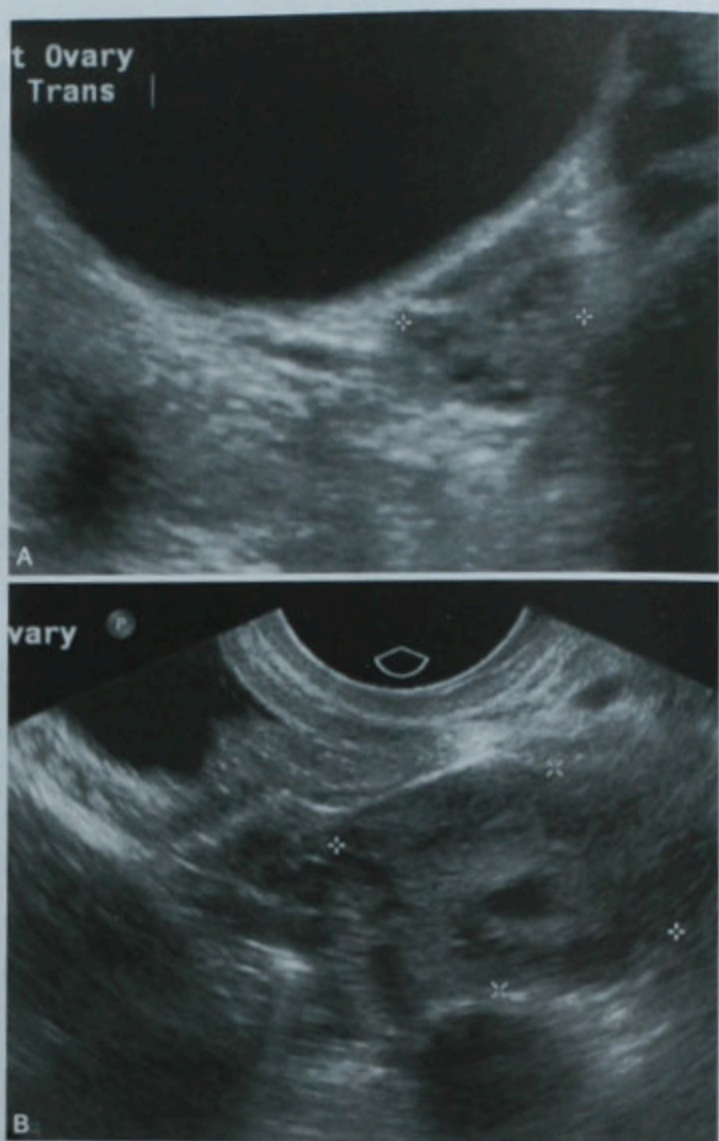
正常卵巢的超声图像。比较经腹(A)及经阴道(B)超声检查对左侧卵巢的显示
